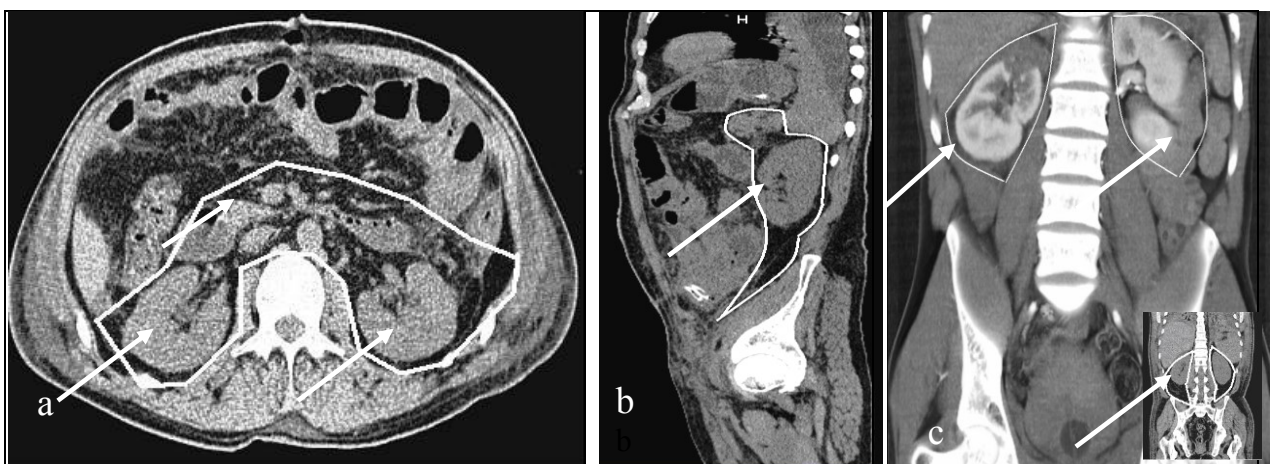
TC abdomenului în plan: a-axial, b-sagital, c-frontal. Evidențiat spațiul RP.
